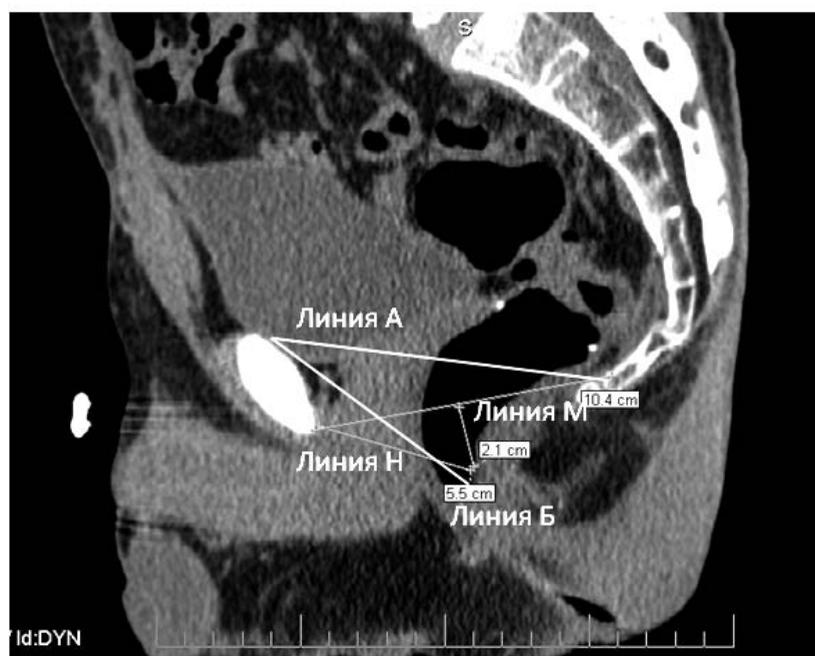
Компьютерно-томографическая резервуародефекография больного Ш. в покое. Линии: А – лоннокопчиковая, Б – лоннопрямокишечная; линия М и линия Н.
